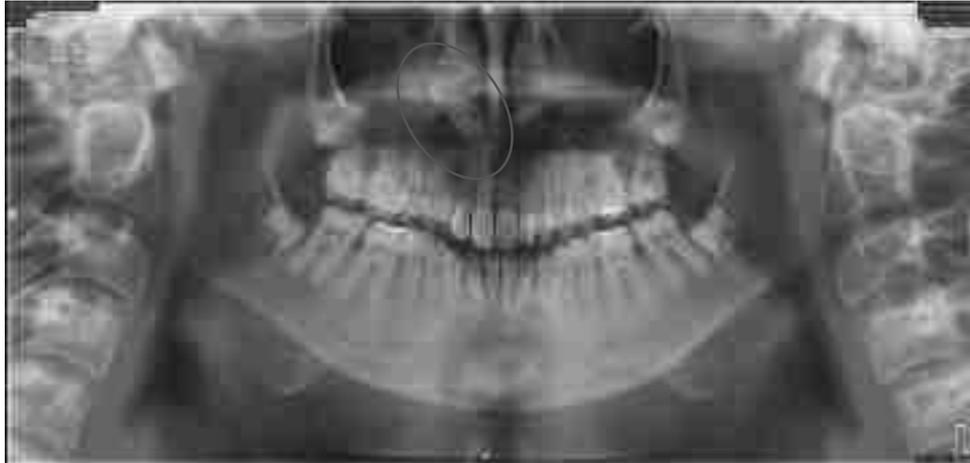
Radiographie panoramique montrant l'inclusion très haute de la 13.
